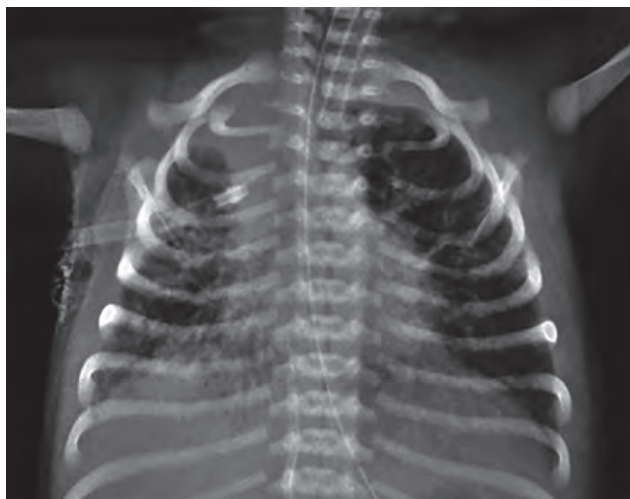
Рентгенографія ОГК дитини Г., 14-та доба життя
